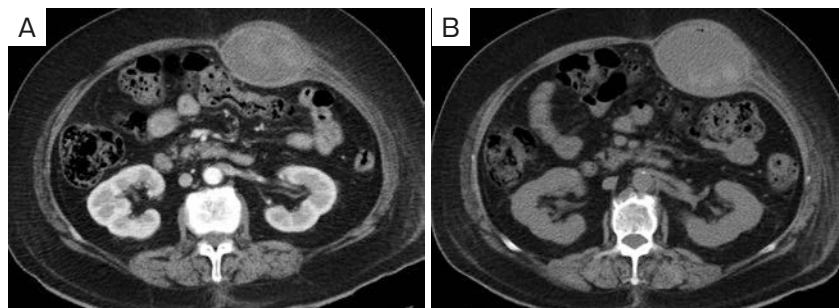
Imaging findings. (A) Contrast-enhanced computed tomography of the abdomen and pelvis showed a large intramuscular hematoma involving the left rectus abdominis muscle on day 34 of the illness. (B) Computed tomography demonstrated the increased size of the intramuscular hematoma with air bubbles on day 38 of the illness.
